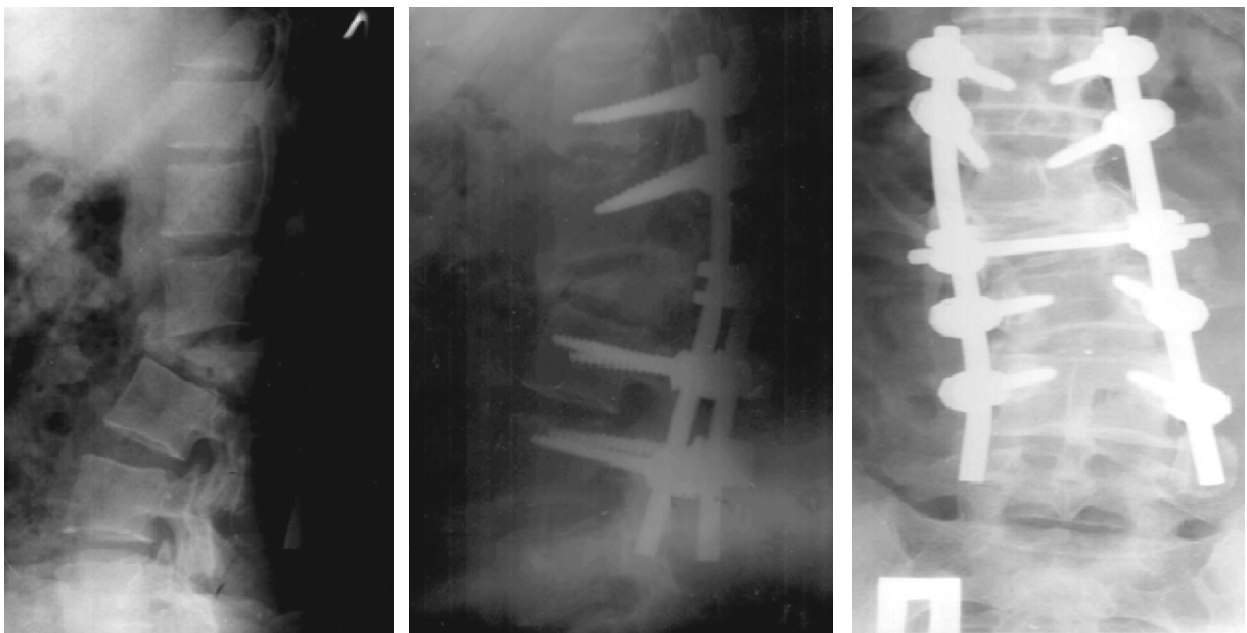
Функціональна рентгенографія цифрова поперекового відділу хребта в сагітальній площині хв. Р., 47 років компресійно-скалковий перелом тіла L2 III ст., що призвело до улового кіфозу на рівні L1- L2, фіксований металоостеосинтез (задній спондилодез на рівні Th12- L4) стабільний при виконанні максимального згинання та розгинання поперекового відділу хребта; ретролістез L2 (до 6мм, фіксований при функціональній спондилограмі) і L3 (до 3мм фіксований); посттравматичні дегенеративно-дистрофічні зміни I стадії, формування блоку сегментів L1-L2-L3; деформуючий спондилоз; розповсюджений остеохондроз; спондилоартроз.
